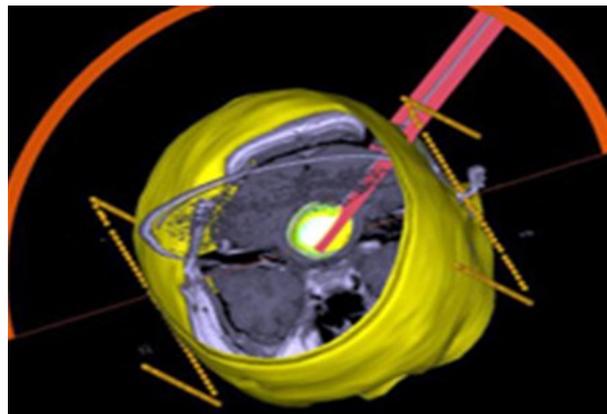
三维可视化手术规划系统应用 MRI 数据和 CT 数据重建大脑及病灶的三维模型
